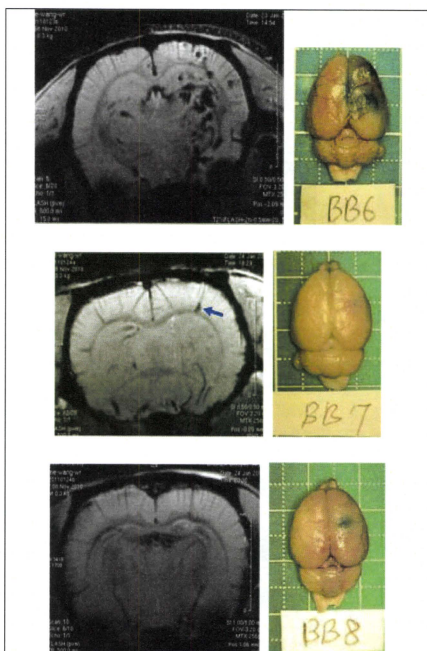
超音波照射条件の違いによるBBB透過性と出血のMRI画像およびエバンスブルー検査での評価。
